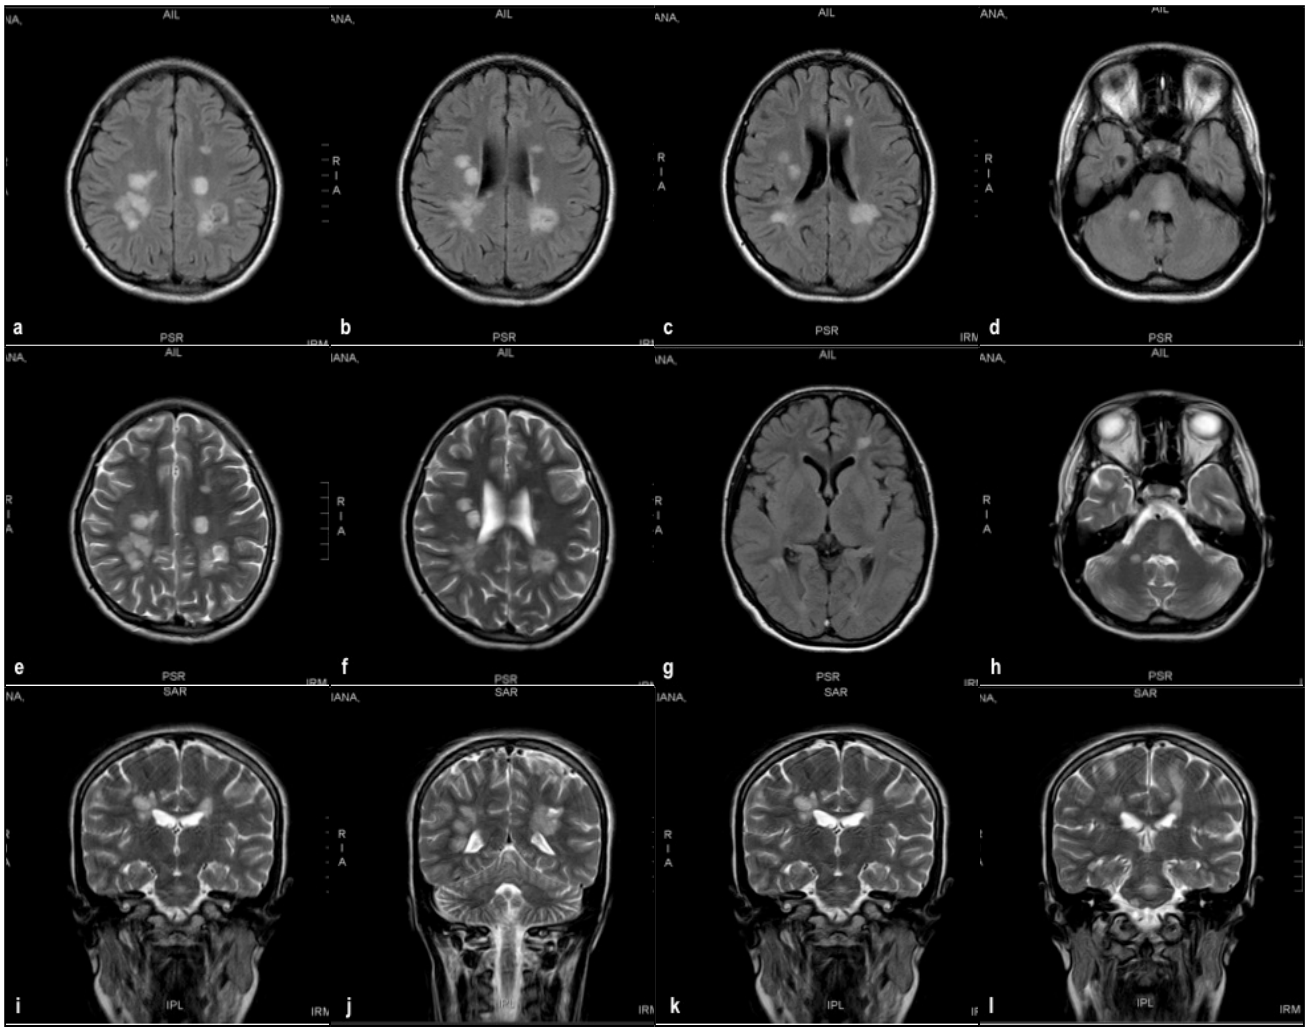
Resonancia magnética nuclear de cráneo simple y contrastada en la que se observan lesiones hiperdensas en T2 y Flair e hipodensas en T1, de localización subcortical que abarcan regiones parietales y occipitales bilaterales, en protuberancia, hemisferio cerebeloso derecho y cápsula interna izquierda.
